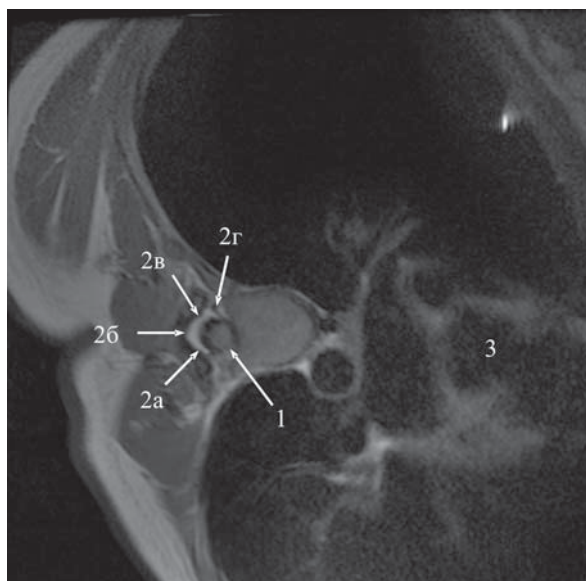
МР томография на уровне Th_{IX}, Th_{VIII} или Th_{VII} позвонков при функциональной спиральной деформации позвоночника, зона вершинного грудного позвонка; аксиальное T₁ взвешенное изображение:
